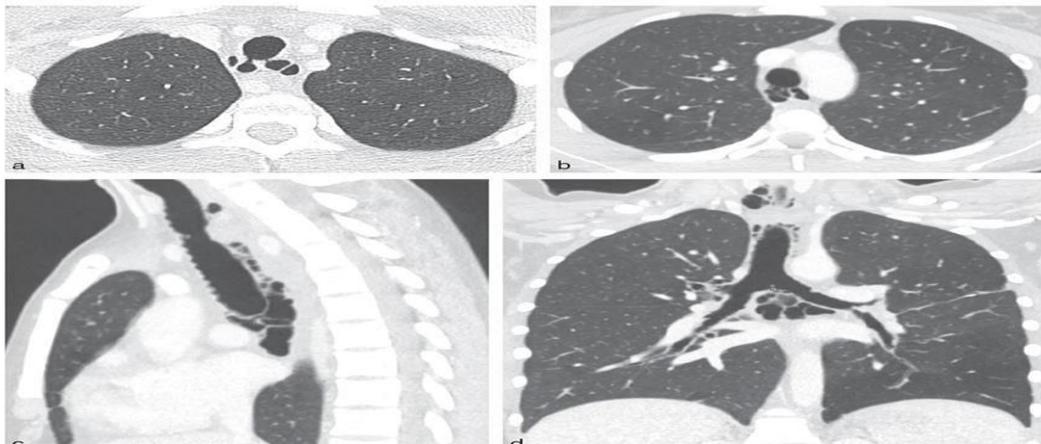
Tomodensitométrie (TDM) thoracique sans injection (Anne-Claire, 2021).
